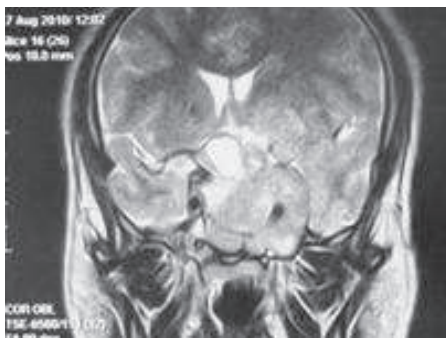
IRM en coupe coronale et sagittale : grosse tumeur ayant envahi le sinus caverneux gauche et le sinus sphénoïdal.
